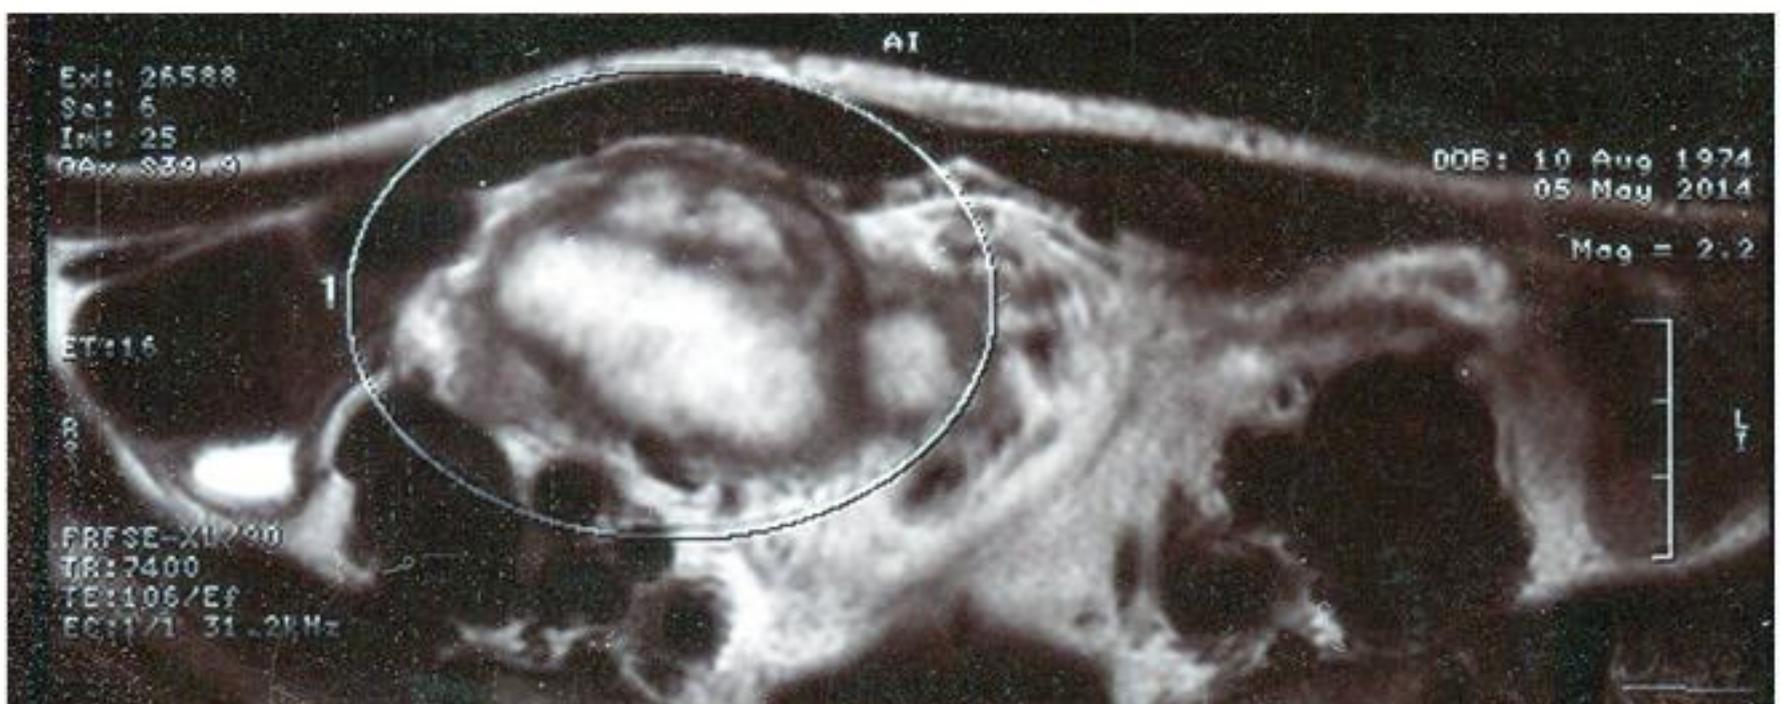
Магнитно-резонансная томография, поперечное сечение. Объемное образование брюшной полости
